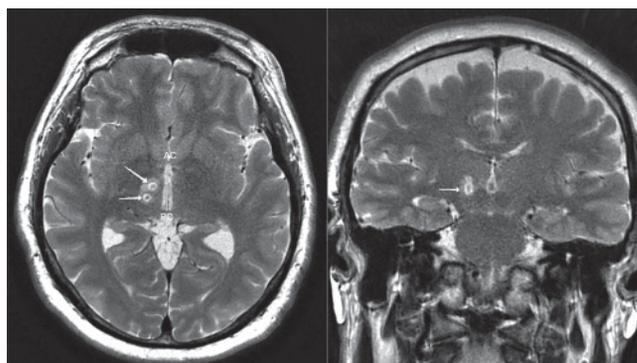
МРТ пациента через 2 ч после одновременной абляции РТТ + VIM справа (аксиальная и коронарная проекции). Очаги абляции указаны стрелками.
